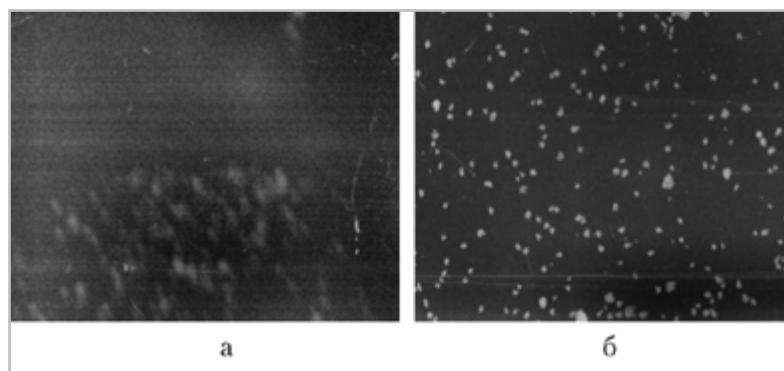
Рентгенограммы фрагмента фантома Kodak (США) с 5-кратным увеличением: *а* – оптически; *б* – прямым геометрическим
